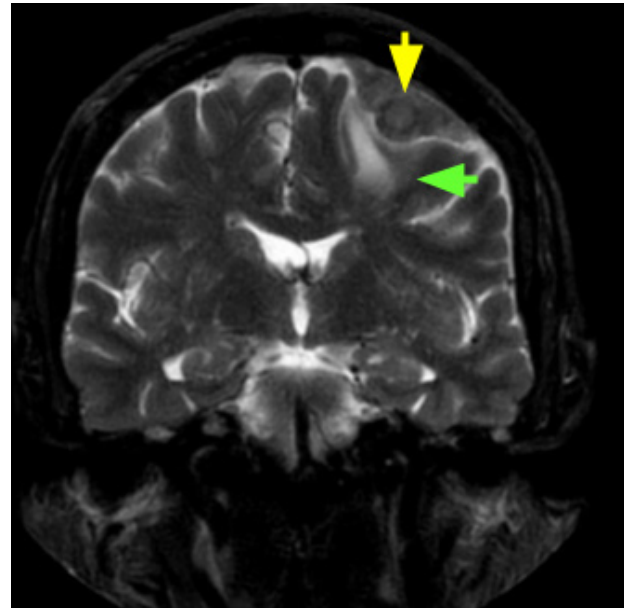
RM Coronal T2 MultiVane-XD se observa, engrosamiento dural de aspecto lobulado, próximo al lóbulo frontal izquierdo (*flecha amarilla*), que condiciona edema en la sustancia cerebral adyacente (*flecha verde*) con leve desplazamiento de las estructuras de la línea media a la derecha.
